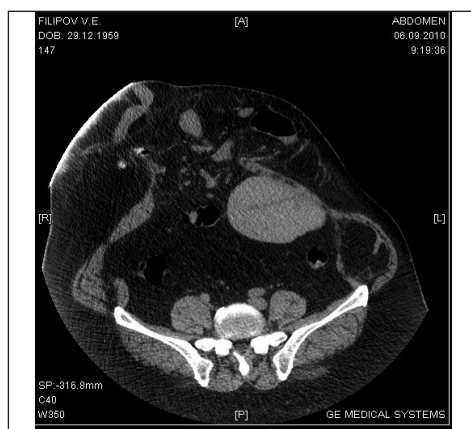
КТ черевної стінки пацієнта К. до та після операції з приводу ПГЖ гігантського розміру
